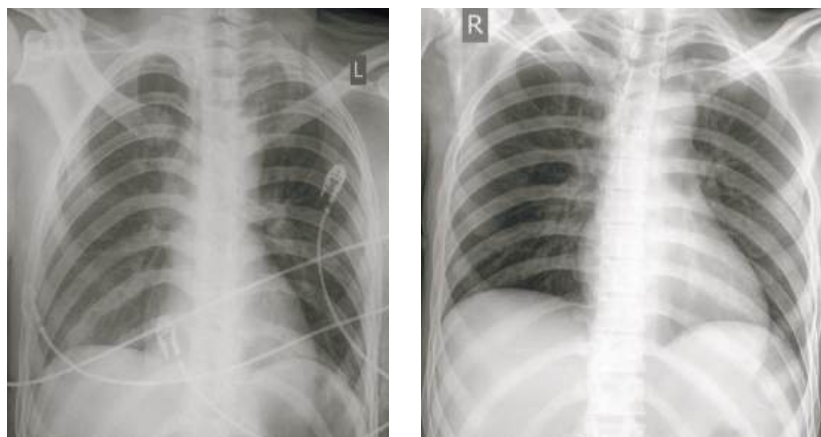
Обзорные рентгенограммы груди через две недели (слева) и через месяц (справа) после травмы и зашивания разрыва перешейка аорты: без патологии
